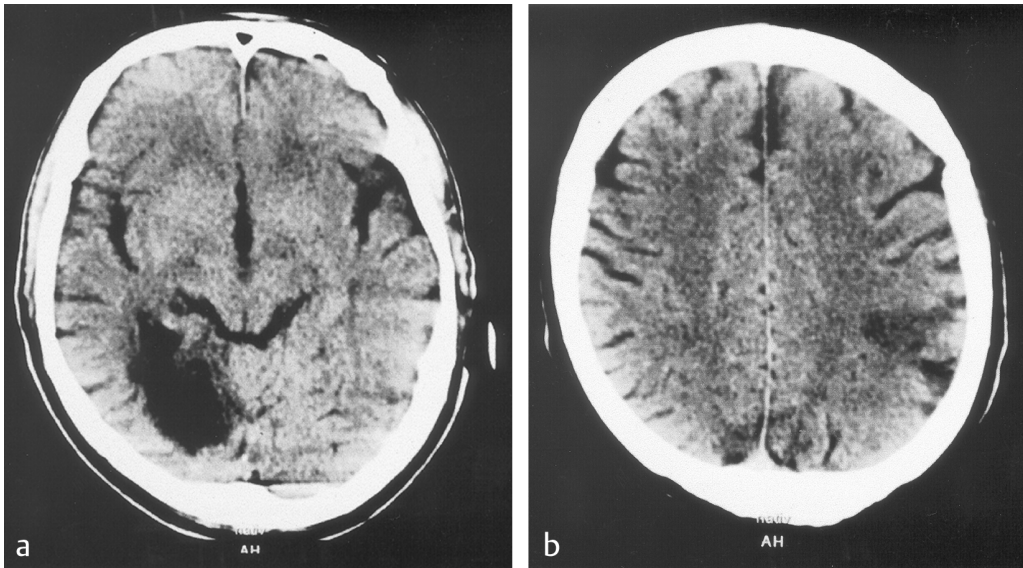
CT-Untersuchung des Schädels. a) Hirninfarkt im Stromgebiet der rechten A. cerebri posterior. b) Hirninfarkt im Stromgebiet der linken A. cerebri media.
